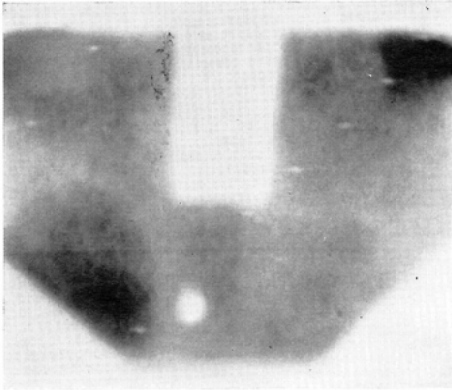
(A) X-ray television image with this system of the supra clavicular area.
